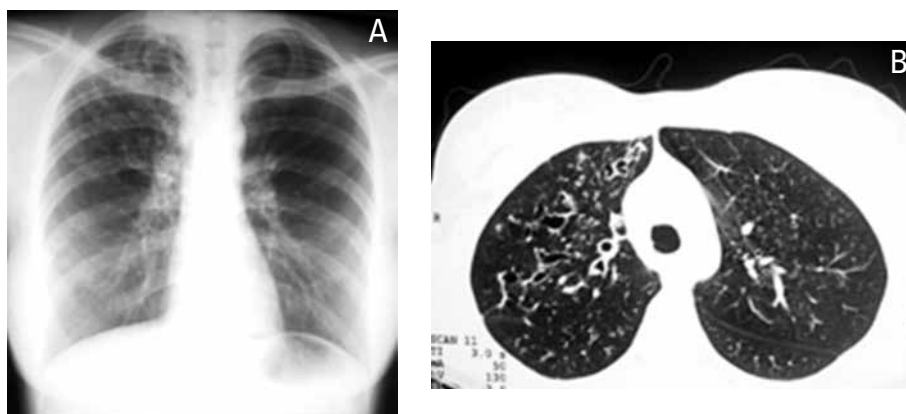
Radiografia evidenciando acentuação das imagens brônquicas (opacidades lineares no escore de Brasfield) e pelo menos uma lesão cística sugestiva de bronquiectasia. TCAR mostrando, com nitidez, bronquiectasias, espessamento peribronquial, áreas sugestivas de enfisema e plugs mucosos não deixando dúvida sobre a gravidade da doença.
